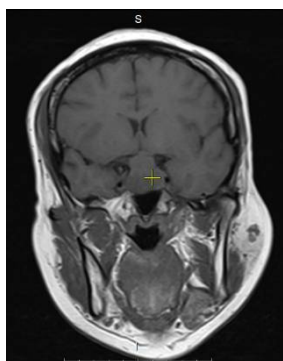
Макроаденома на МРТ
